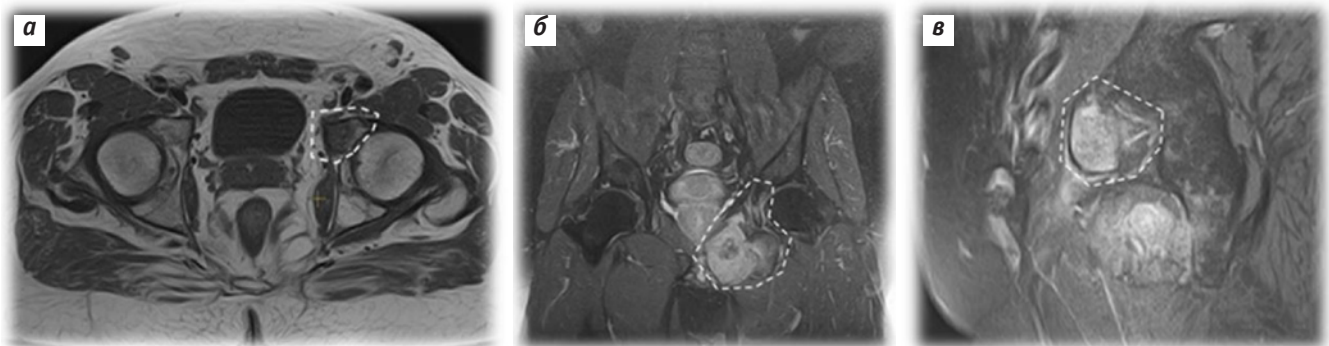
Магнитно-резонансная томография таза от 20.05.2016: горизонтальный (а), фронтальный (б), сагиттальный срезы (в). Распространение опухоли на вертлужную впадину
